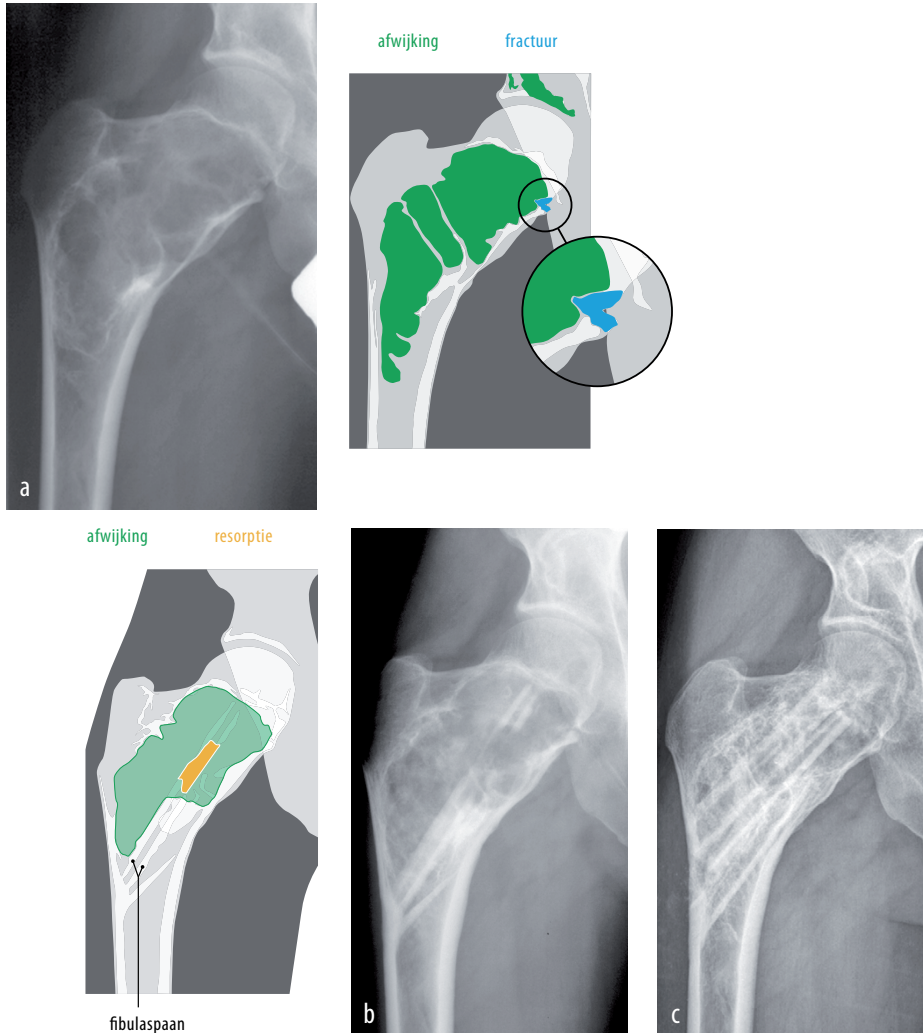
Anterieur-posterieure rontgenfoto's van de rechter heup van patient B. (a) Er zijn osteolytische, expansieve afwijkingen in het acetabulum en proximaal in het femur met deels een matglas-achtig aspect die passen bij fibreuse dysplasie. Ook is een discrete pathologische fractuur van het mediale collum femoris zichtbaar. (b) Na het plaatsen van allogene fibulaspanen in het collum trad tot 3 keer toe resorptie van deze fibulaspanen op door activiteit van de ziekte, waarvoor patient steeds opnieuw werd geopereerd. (c) Na de vierde operatie is er een stabiele situatie waarin de spanen goed geïncorporeerd zijn in het gezonde botweefsel proximaal in de femurkop.
